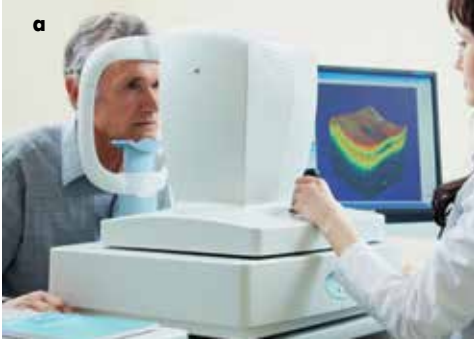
Оптична когерентна томографія та флюоресцентна ангіографія
